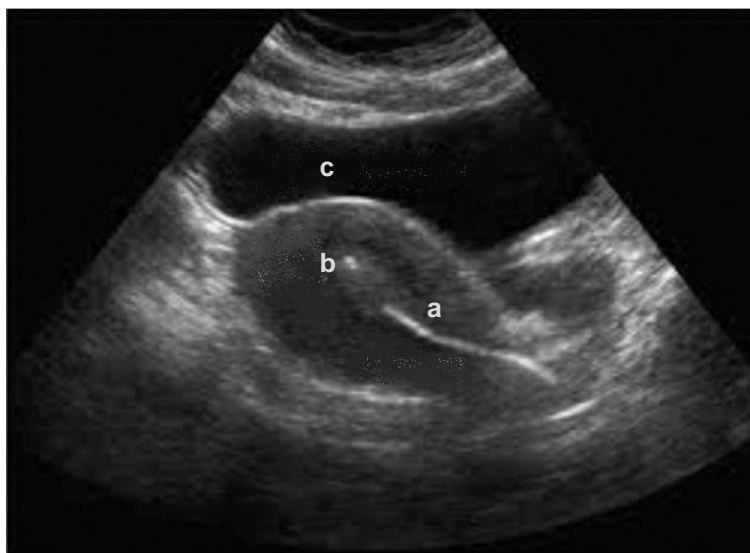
Ecografia transabdominal com o cateter de transferência embrionária (a) inserido na cavidade uterina e de bolhas de ar (b) no fundo do útero. A bexiga cheia (c) é requisito para a realização da ecografia transabdominal. Adaptado (Singh *et al.*, 2017).
